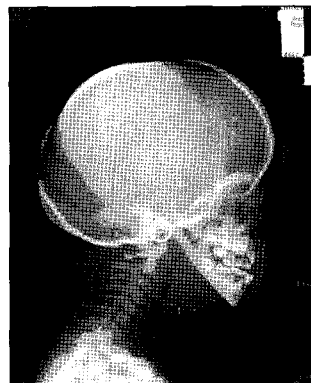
Lateral cephalometric radiograph. Typical characteristics of PKND are present, such as frontal bossing and obtuse gonial angle.
